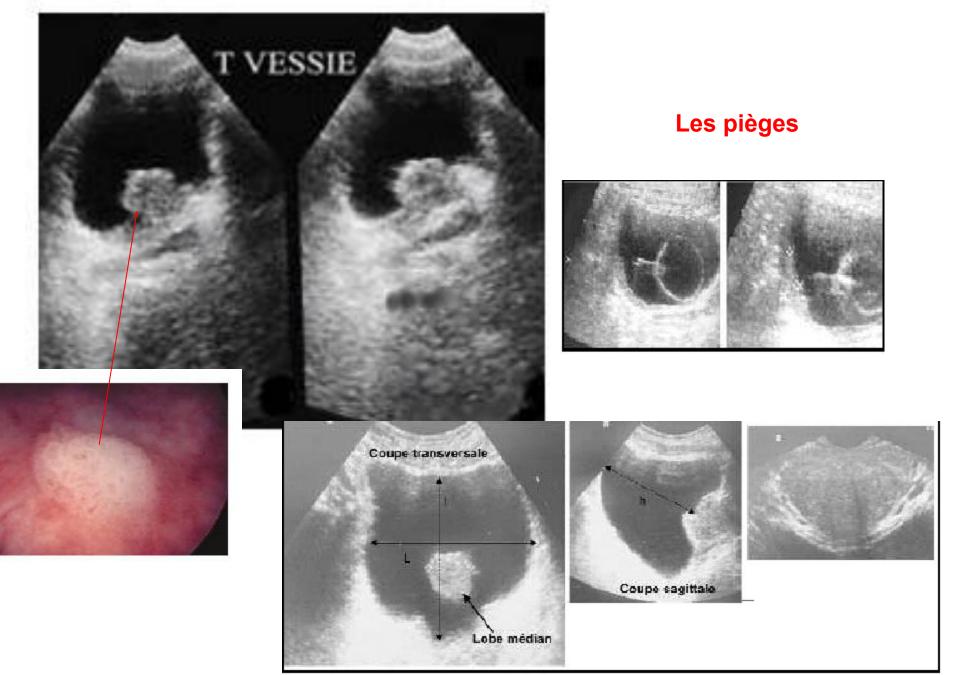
Résidu vésical en échographie sus pubienne sur HBP : (Lxlxh) x 0,52
